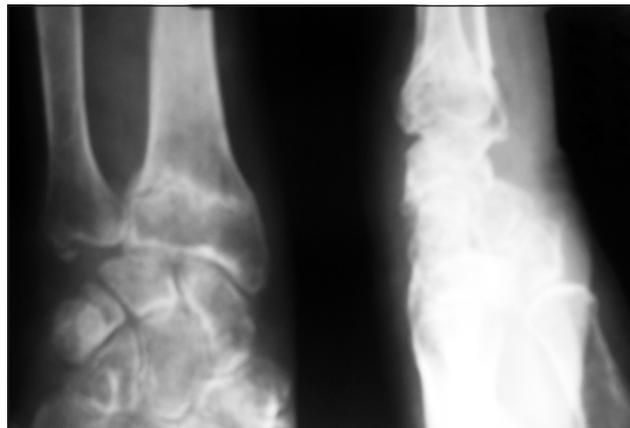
Фотоотпечатки рентгенограмм пациентки Б. через 5 недель после травмы (прекращение иммобилизации)
